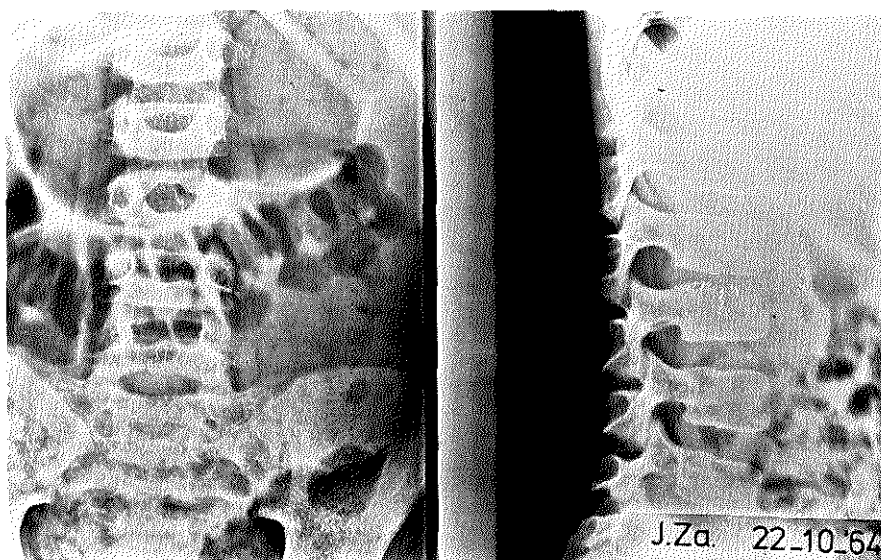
Röntgenfoto bij opname stadium A₁ - A₂.
